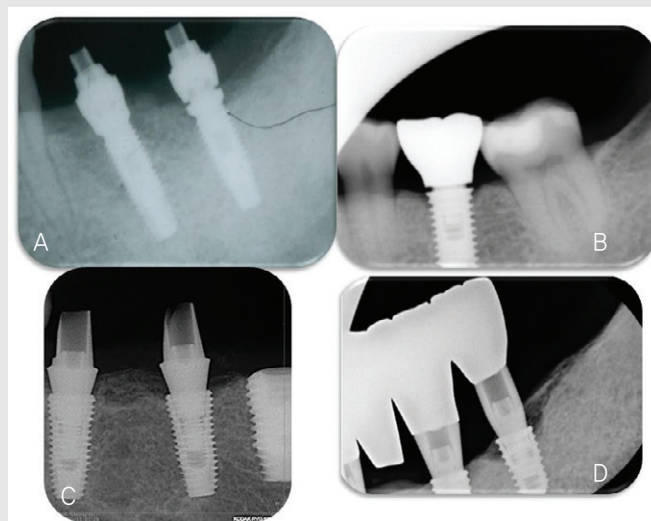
Radiographic evaluation of misfits. Upper: Misfits in external implants. (A) Gap between implant and abutment. (B) Gap between implant and prosthesis. Gap and misfit can be easily detected. Lower; Misfits in internal implants. (C) Slit like gap between implant and abutment. (D) Gap between implant and abutment. Distance from screw to inner bottom of the implant should be evaluated with detail.
